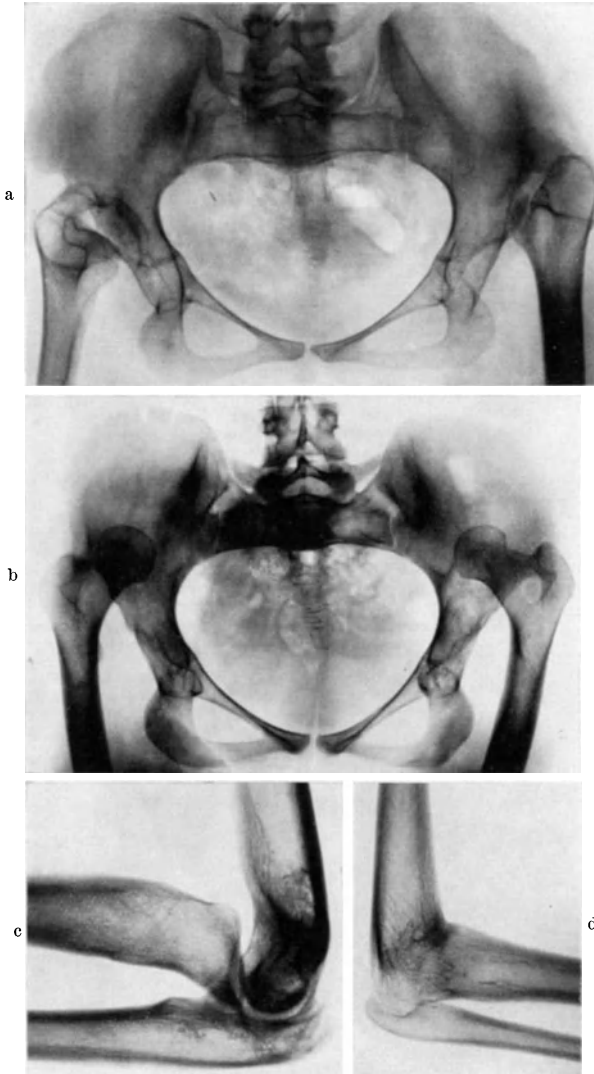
d. Röntgenbilder zum Stammbaum in Abb. 33. a und b angeborene Hüftverrenkung bei 2 und 3 im Stammbaum Abb. 33. c Verrenkung des Speichenköpfchens nach vorn bei 4 im Stammbaum Abb. 33. d Humero-radiale Synostose in Luxationsstellung des Radius nach vorn bei 5 im Stammbaum Abb. 33.
